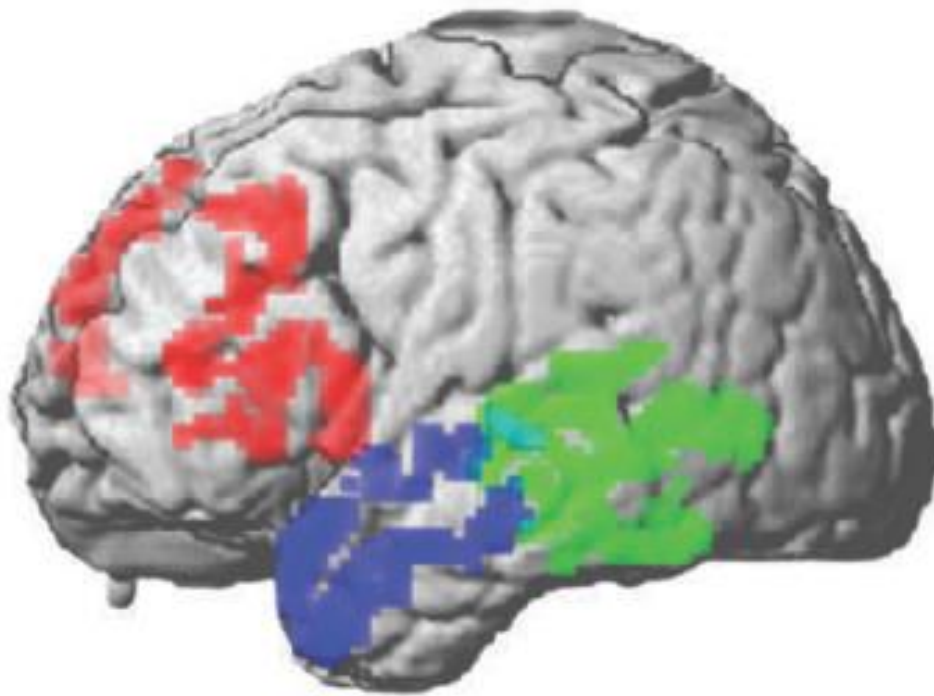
Distribution of cortical atrophy in three primary progressive aphasia syndromes. This image is based on a quantitative cortical thickness analysis of high-resolution 3T MRI studies¹²⁹ in patients with primary progressive aphasia. Statistically significant cortical thinning is observed in inferior, dorsolateral prefrontal and insular regions of the left frontal lobe in progressive nonfluent aphasia (red, $n = 12$ patients), in the left lateral temporal and inferior parietal regions in logopenic progressive aphasia (green, $n = 9$ patients), and in the left anterior temporal lobe in semantic dementia (blue, $n = 11$ patients) relative to age-matched healthy adults.
